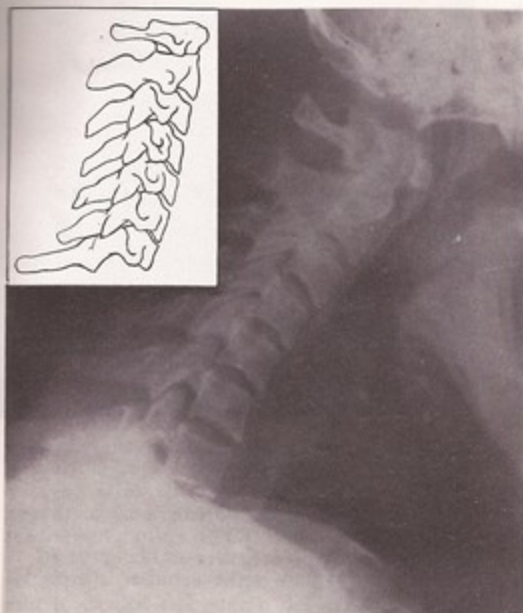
Radiografía de perfil de la columna cervical (en flexión).
